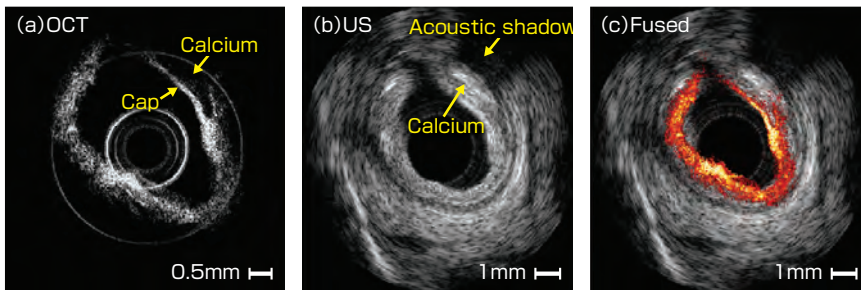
OCT (a)、超音波 (b)、統合 OCT/US (c)、人の冠動脈試料の画像。矢印は、血流障
